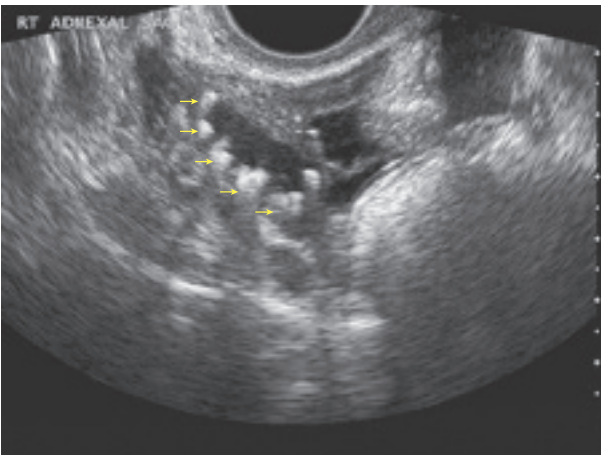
Ecografía transvaginal en corte transversal de una trompa de Falopio dilatada e inflamada que muestra paredes tubarias engrosadas, tabiques incompletos y un líquido ecógeno.
